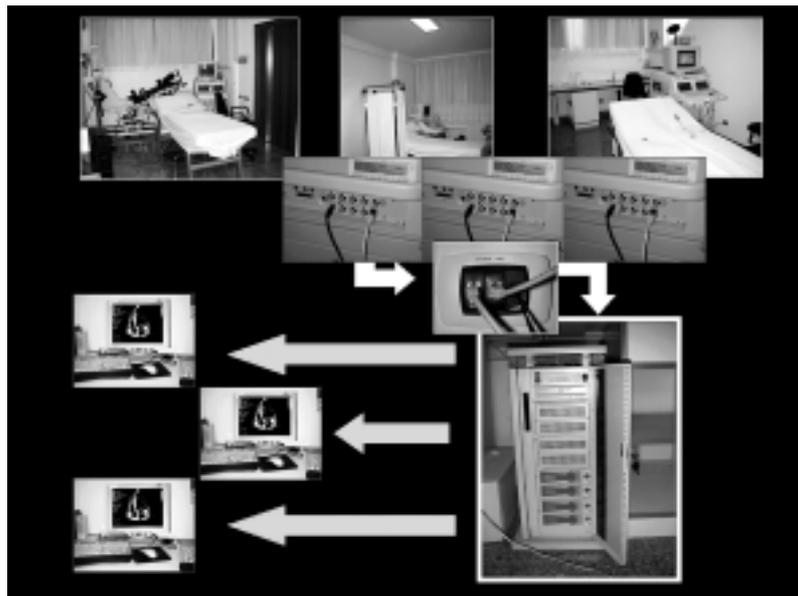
Descrizione delle connessioni tra server, ecocardiografi e "computer client".
